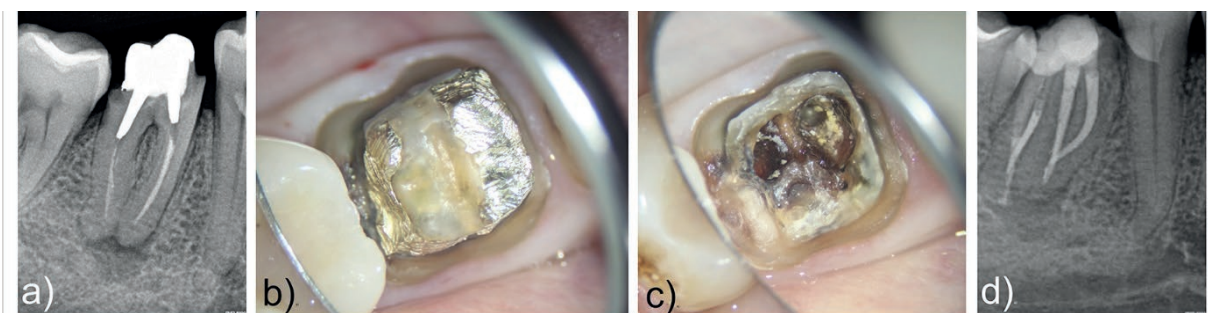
Situação em que um dente com uma coroa cerâmica retida a um NMF teve que sofrer reintervenção devido a presença de lesão periapical: a) radiografia inicial; b) após a remoção da coroa metalocerâmica; c) após a remoção do NMF; d) após retratamento endodôntico e cimentação de um pino de fibra de vidro na raiz distovestibular do primeiro molar inferior. Fonte: Os autores.
